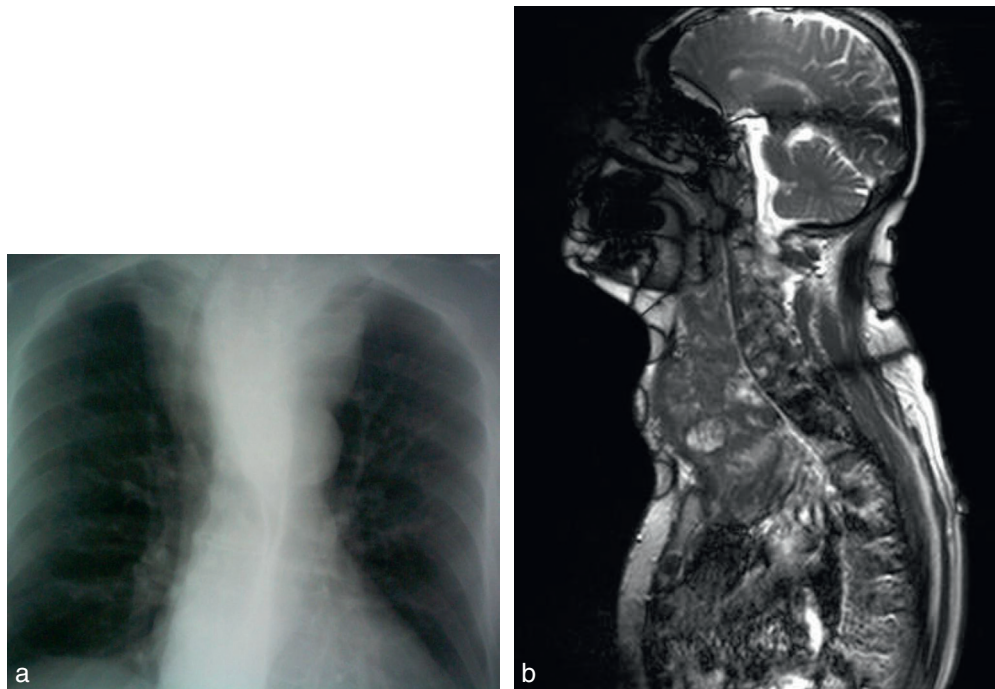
Goitre cervical à prolongement endothoracique, encore appelé goitre plongeant. a. Opacité thoracique élargissant le médiastin supérieur. b. Caractérisation en IRM de l'hypertrophie thyroïdienne au niveau cervical et de son prolongement dans le médiastin antérosupérieur.
